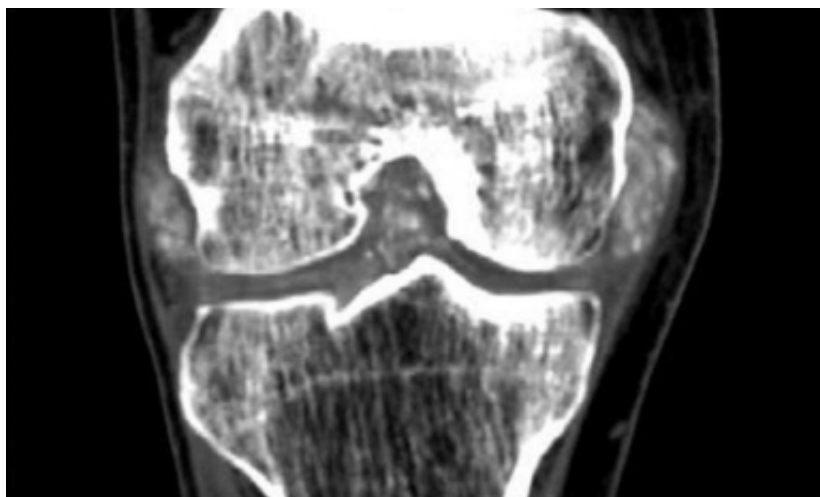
Tomografia computadorizada (TC) de joelho: tofos gástricos calcificados.
